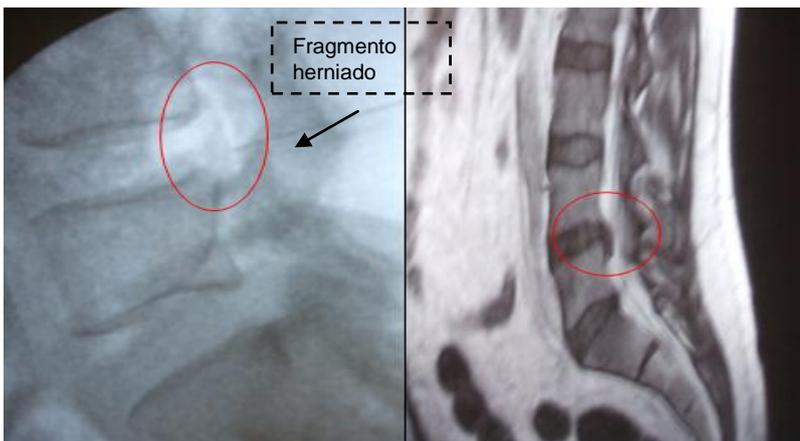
Correspondencia morfológica entre las imágenes fluoroscópicas y las imágenes de la RMN pre-tratamiento. Hernia discal L4-L5
